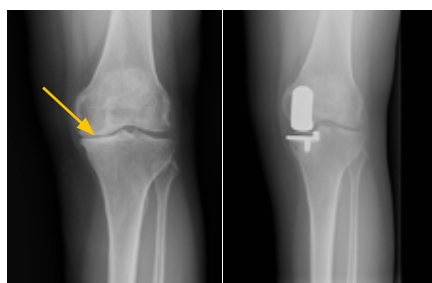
Radiografia a demonstrar gonartrose unicompartmental medial do joelho (esquerda). Radiografia após aplicação de prótese unicompartmental medial não cimentada (direita).
